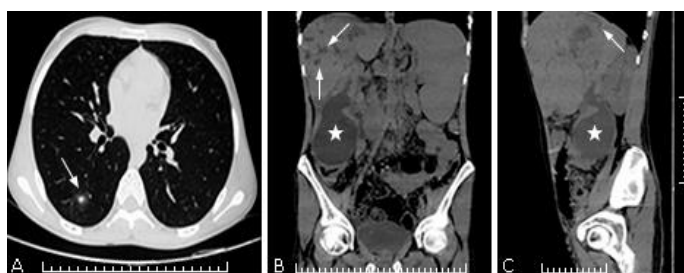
Tomografía axial computarizada realizada.
